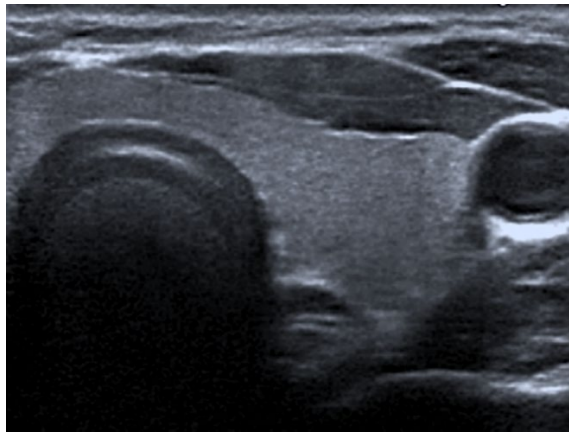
échographie mode B en échelle de 128 niveaux de gris. Coupe transversale du lobe thyroïdien gauche.
